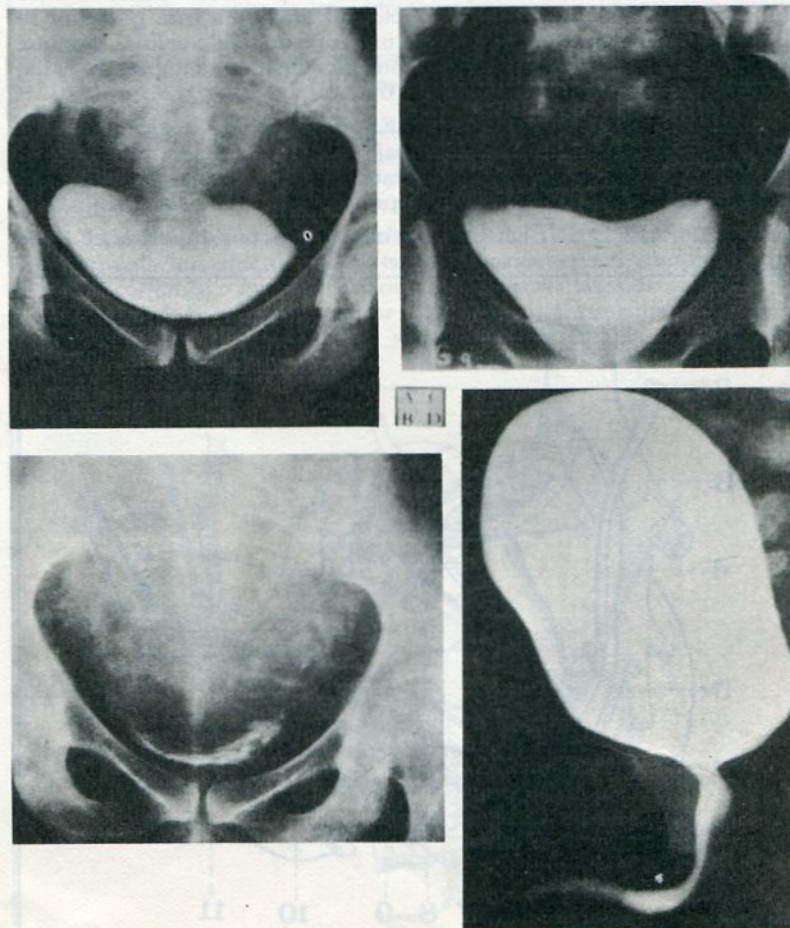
Radiografía de la vejiga.
